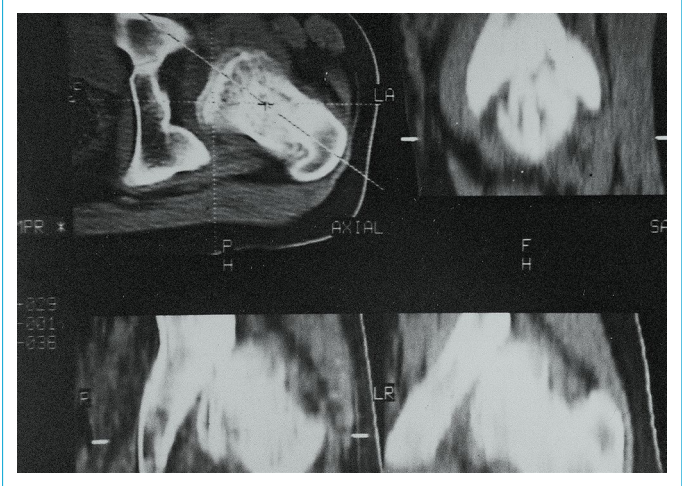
35 Y Kadın, Kliniğimizde yapılan Üç boyutlu BT Rekonstrüksiyon; Solda femur başı yukarı yerleşimli, hipoplazik, asetabulum solda sığ izlenmekte.
